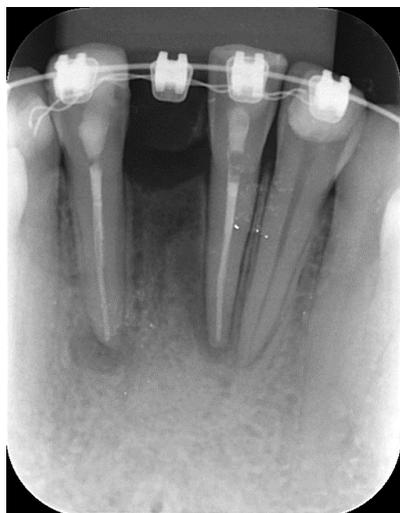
Radiografia periapical dos elementos 31 e 42 após tratamento endodôntico (2021).
